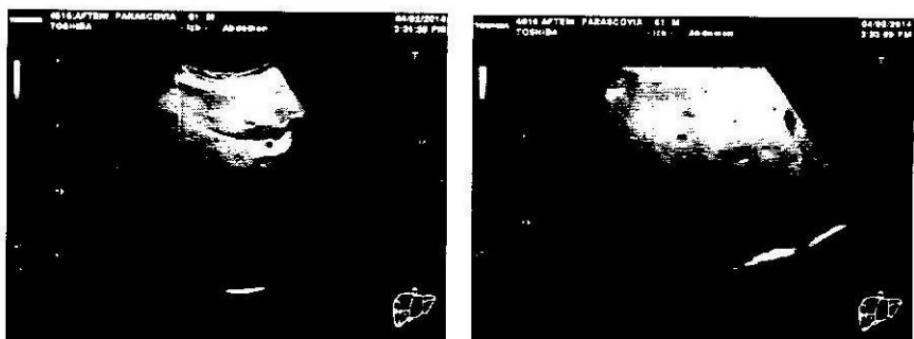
Imagine ultrasonografică de steatoză hepatică moderată
